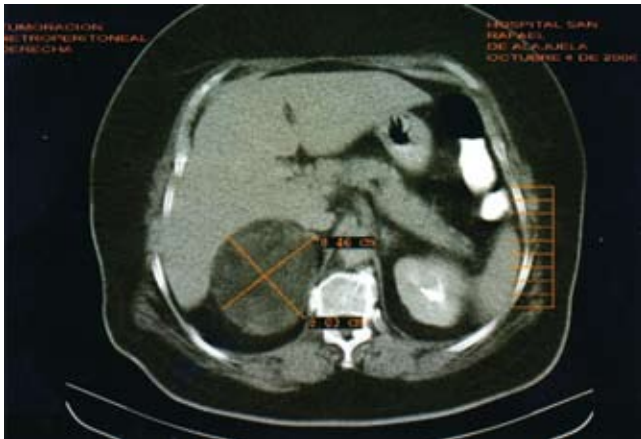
TAC de abdomen: evidencia masa sólida en el polo superior del riñón derecho, de 8,46 x 8,03 cm; de densidad grasa y contornos bien definidos.
